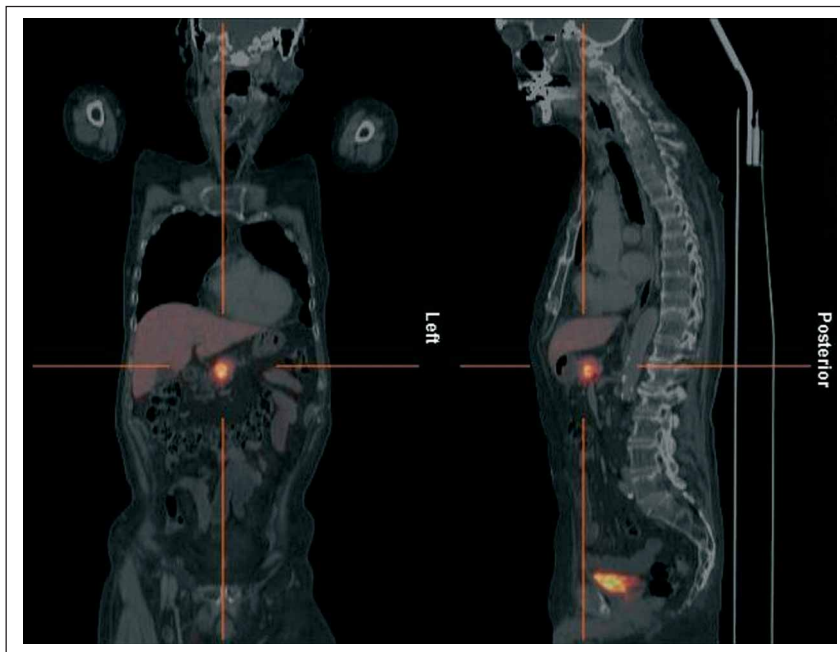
Darstellung einer abdominalen Manifestation eines NET mittels ^{68}Ga -DOTATOC-PET/CT (Quelle: Univ.-Klinik für Nuklearmedizin, Wien)
